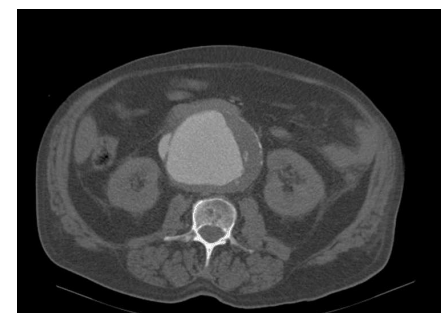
TAC con contraste. Aneurisma de aorta abdominal y fístula aortocava.
